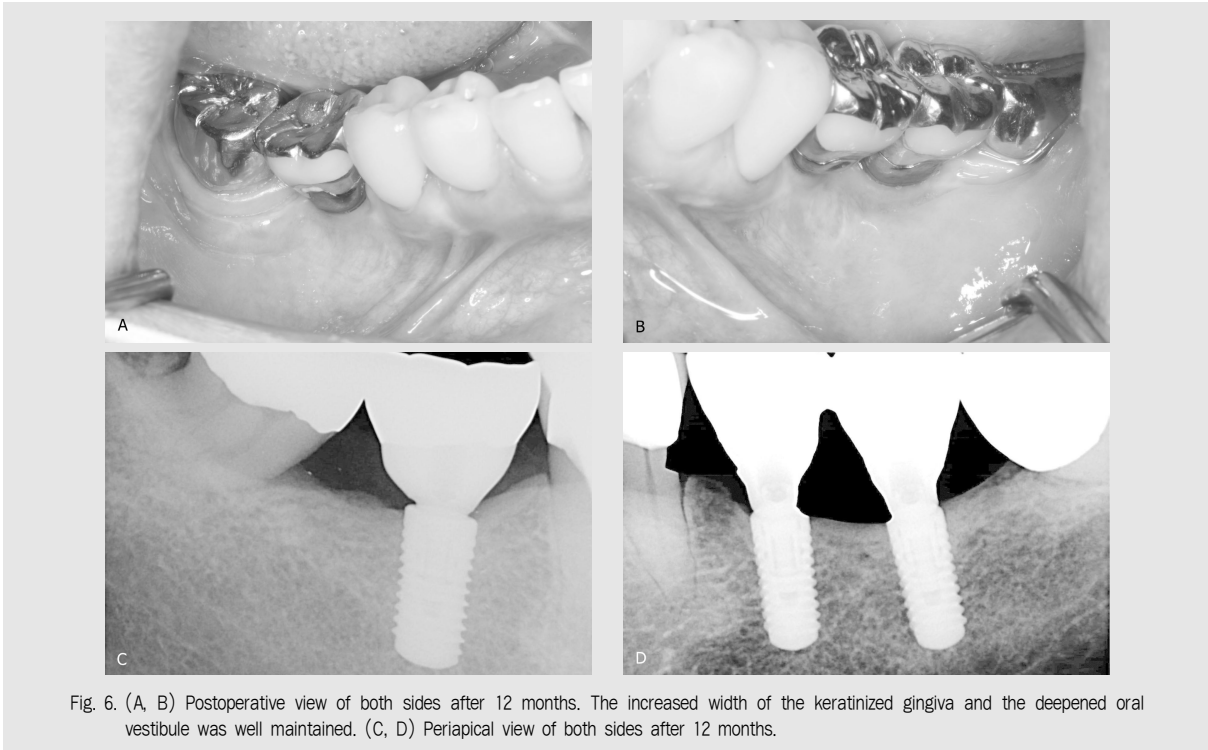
(A, B) Postoperative view of both sides after 12 months. The increased width of the keratinized gingiva and the deepened oral vestibule was well maintained. (C, D) Periapical view of both sides after 12 months.
